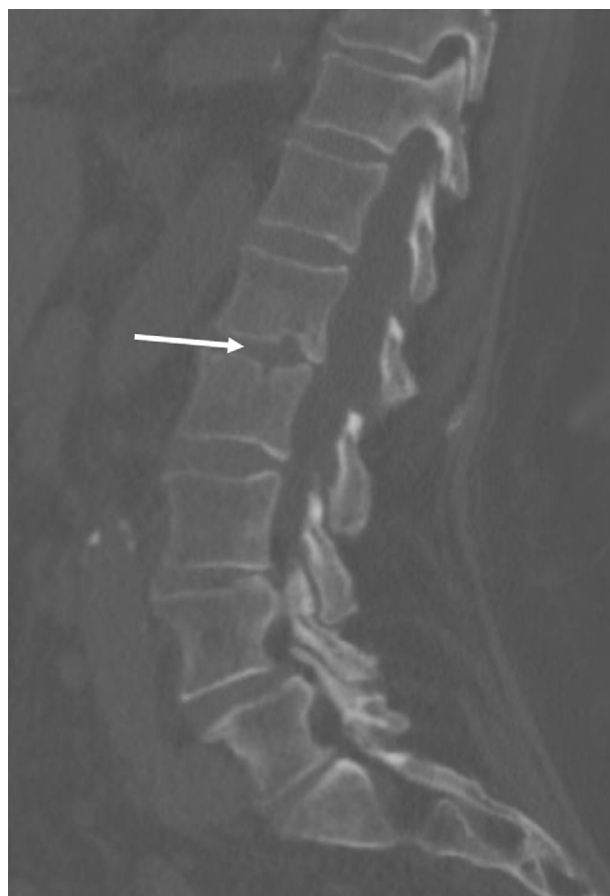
Corte de TC con las lesiones a nivel de L1-L2 indicativas de espondilodiscitis.
